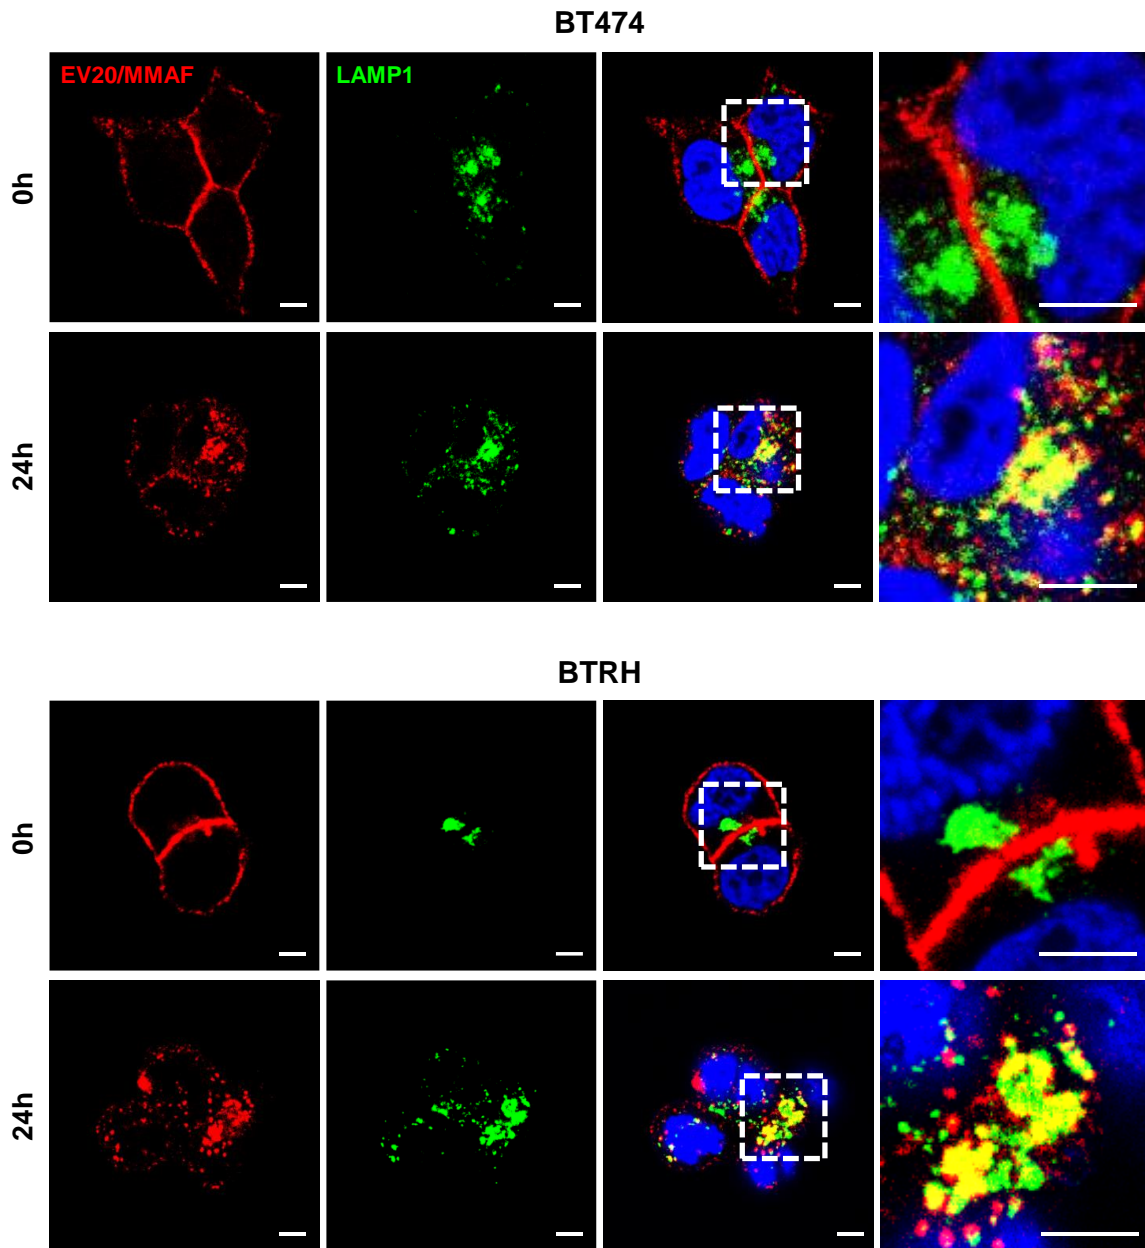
Colocalización entre EV20/MMAF y LAMP1 en BT474 y BTRH. Colocalización (amarillo) entre EV20/MMAF y LAMP1 en los tiempos de incubación indicados con EV20/MMAF (10 nM) en células BT474 y BTRH. Escala: 5 μ m. EV20/MMAF: rojo; LAMP1: verde, DAPI: azul.
